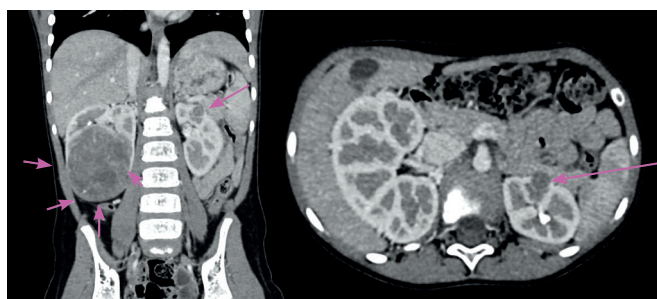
КТ ОБП (инициально). Объемное образование правой почки размерами $73 \times 64 \times 69$ мм (167 см^3). В среднем сегменте левой почки по передней губе определяется образование размерами до 6 мм (киста?)
